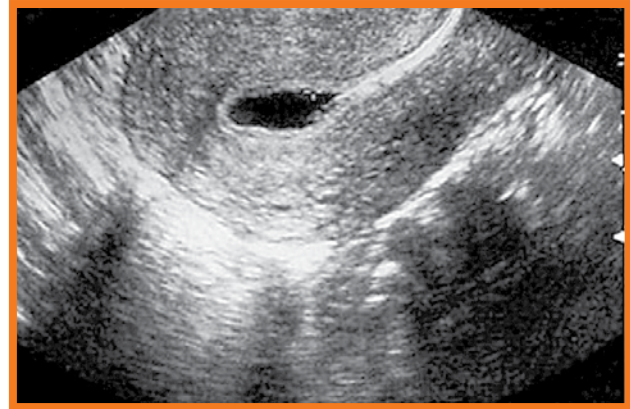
Histerosonografía con imagen de endometrioengrosado.
